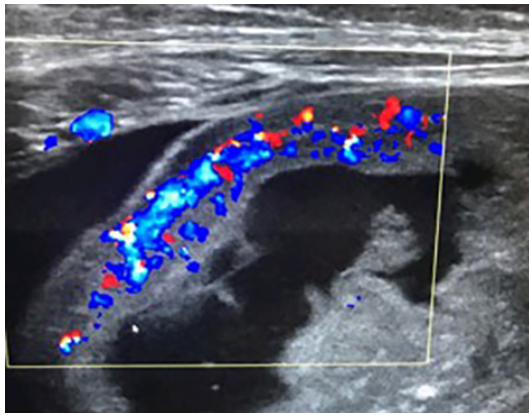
Ecografía abdominal: incremento de doppler color a nivel de pared colonica hallazgo compatible con congestión, edema y pérdida de austraciones, principalmente en colon descendente y sigmoide. Además, presencia de líquido libre en cavidad pélvica por escape de líquido de luz intestinal hacia cavidad.
